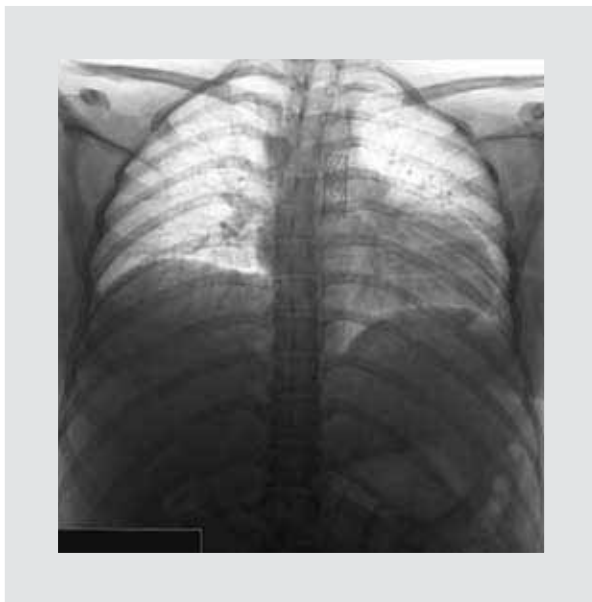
Radiografía de tórax en negativo para mejor visualización del Stent.
